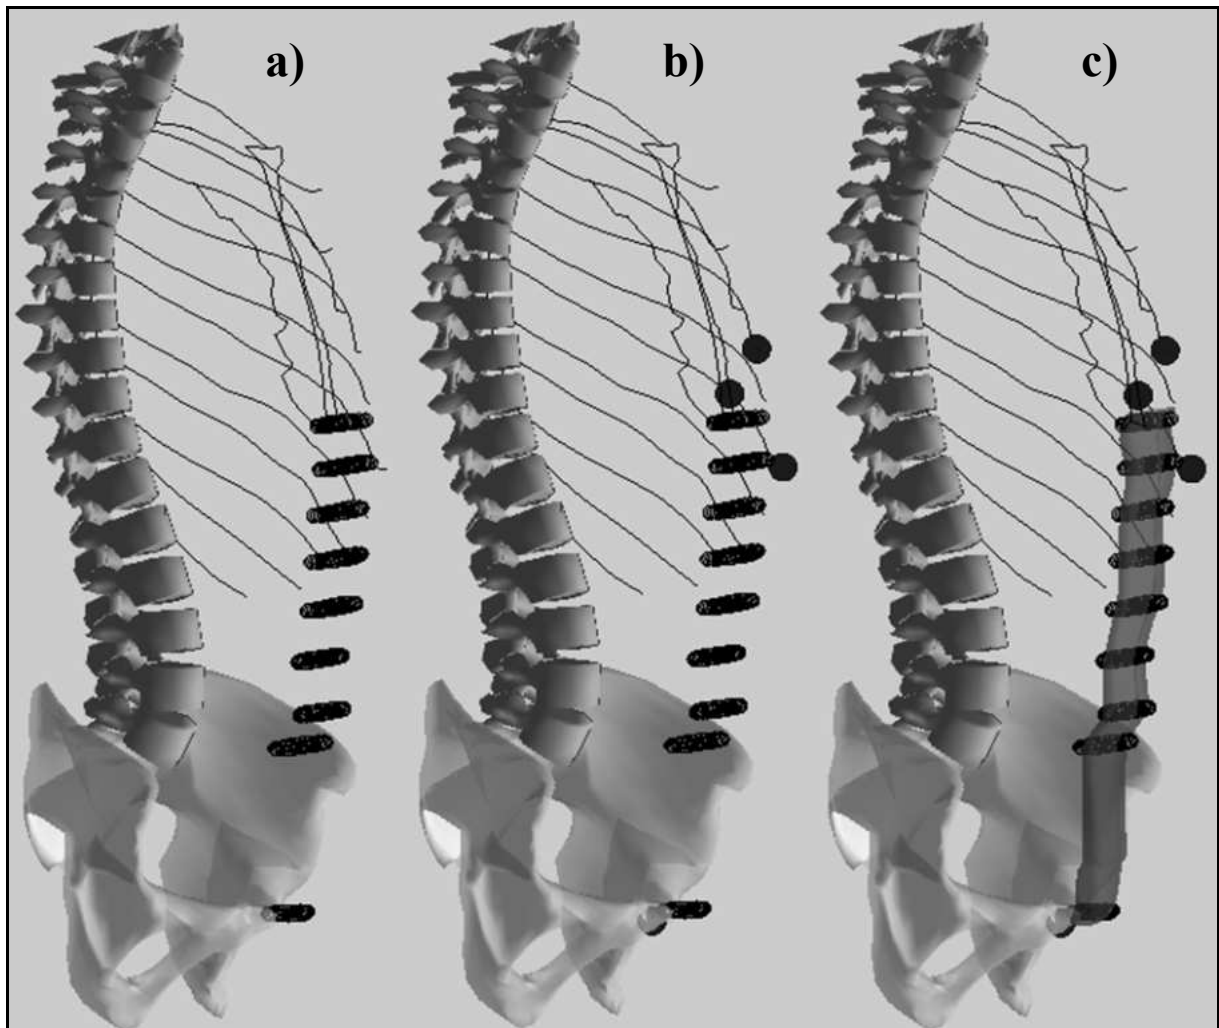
Reconstruction steps for the left rectus abdominis. a) Positioning of the MRI contour associated to each intervertebral level. b) 3D-bones reconstructions lead to the positioning of the insertions points (thick dots) within the standing skeleton of one subject. c) Kriging of the standard rectus abdominis shape (obtained from Visible Human) to fit the control points.
